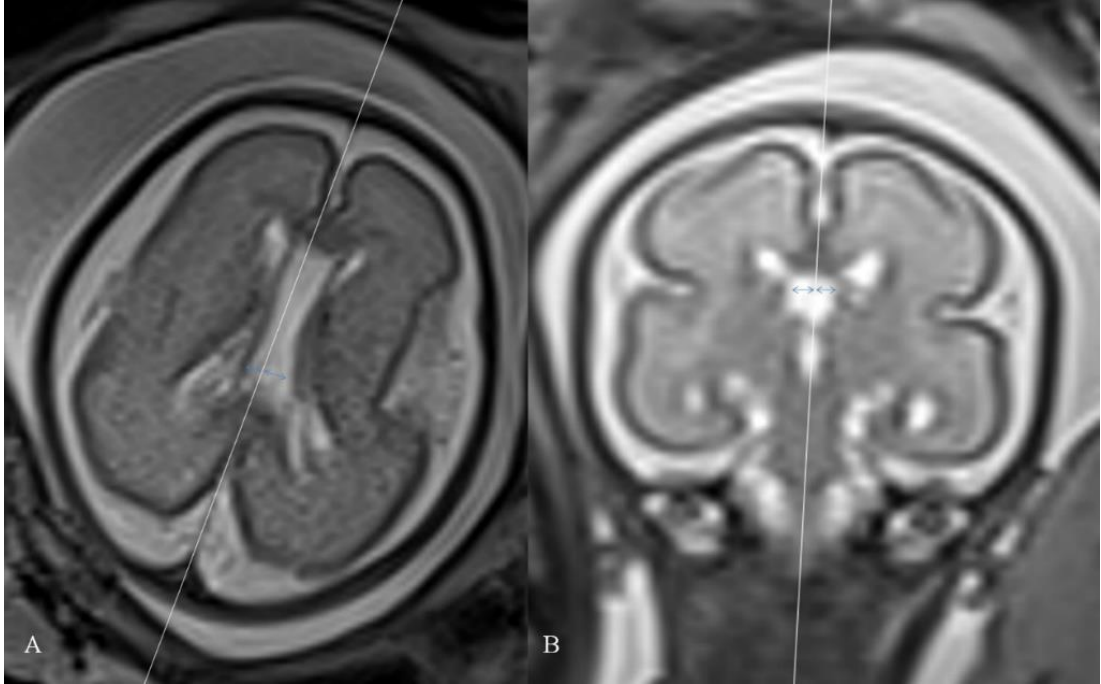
Aksiyel (A) ve koronal (B) fetal kranyale yönelik MRG'de KSPV'nin transvers ölçümler birbiriyle teyit edildi. (KSPV: Kavum septum pellucidum et Vergae).
